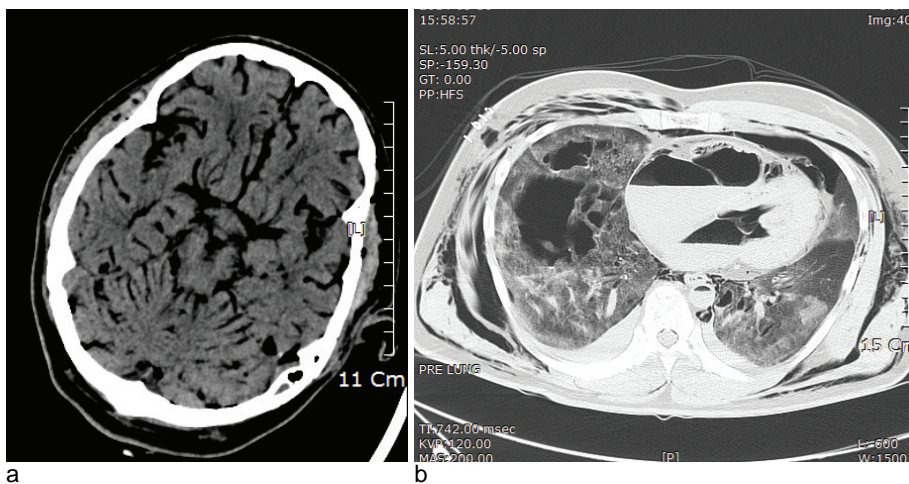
Brain computed tomography shows a massive pneumocephalus and air in the cerebral vessels and subcutaneous tissue (a). Chest computed tomography shows a massive subcutaneous emphysema, pneumothorax, pneumomediastinum, multiple traumatic lung cysts, and air fluid levels in cardiac chamber and aorta (b).
